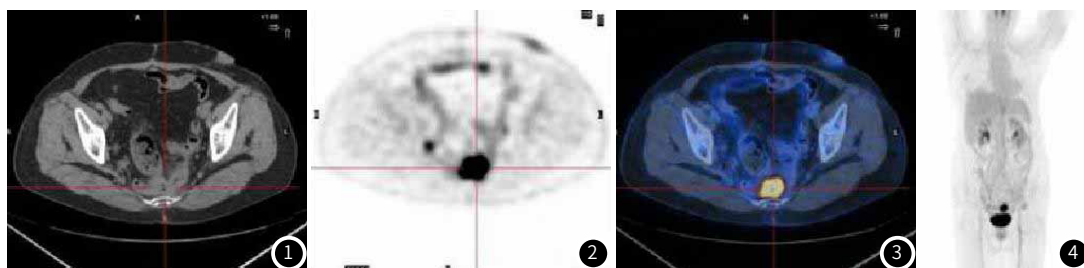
~图3 盆腔右侧淋巴结FDG代谢异常增高,乙状结肠系膜上软组织结节FDG代谢异常增高,提示结直肠癌手术后复发伴淋巴结及肠系膜转移。图4 PET/CT全身显像示骶前部手术后吻合口处增厚肠壁FDG代谢异常浓聚。
